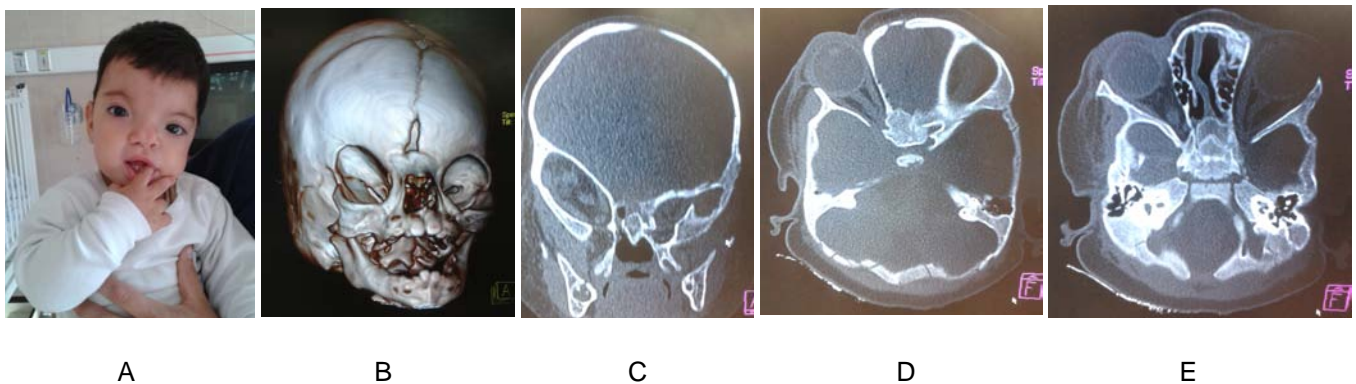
A) Plagiocefalia coronal derecha, B) TC 3D con ligera rotación hacia la izquierda, observándose ausencia de la sutura coronal derecha, provocando retracción hacia atrás y afuera de la órbita afectada, C) TC filtro de ventana ósea AP, que muestra claramente la "arlequinización" orbitaria del lado de la sutura afectada, D) Aumento del ángulo petroso-sagital, disminución del ángulo etmoido-petroso, apertura del ángulo etmoido-sagital, E) Escoliosis nasal.
